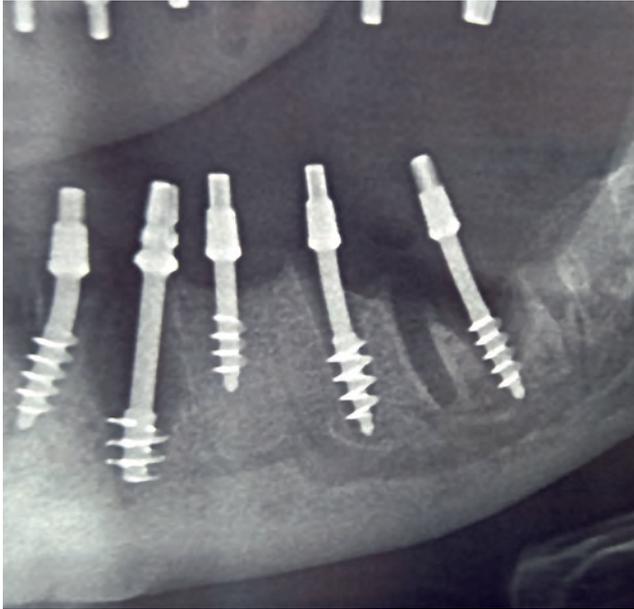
Sección postoperatoria de la imagen panorámica, que muestra la mandíbula inferior izquierda. Se colocó un Strategic Implant® en la sección más profunda del defecto periodontal de la raíz distal del diente 37. No se colocó ningún implante en el área 38. Se colocó un implante de gran diámetro (BCS 4.6 23) parcialmente apicalmente en la infección periapical del diente 33.
